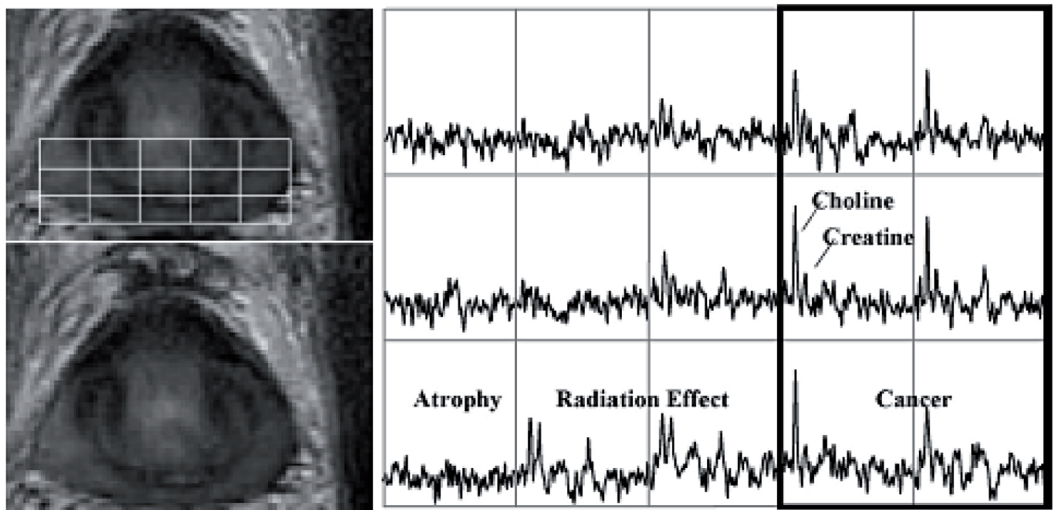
RM/IRME combinadas después de tratamiento.
